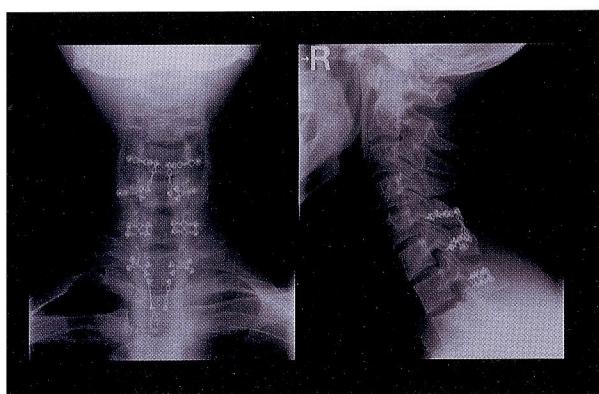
Cervical radiography after re-operation revealed titanium mini-plate systems used laminoplasty.
